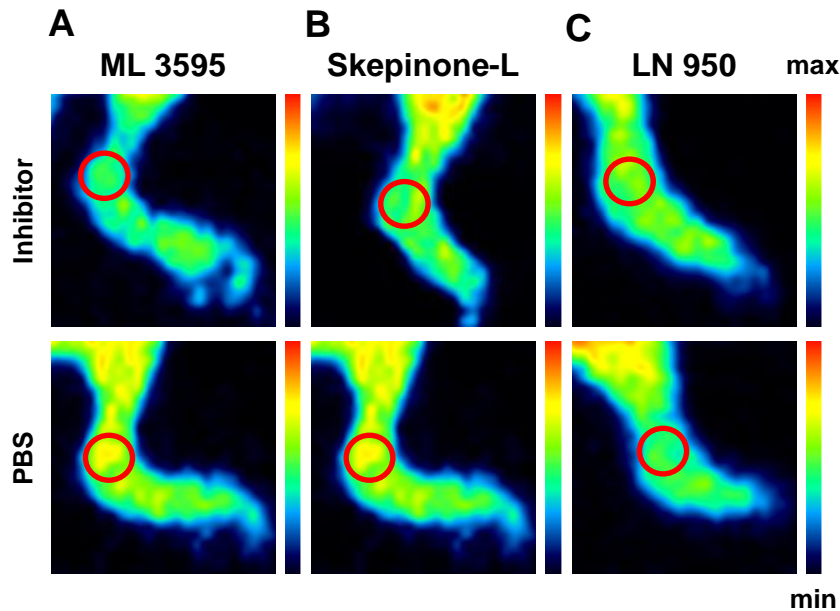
Repräsentative [^{18}F]FMISO-PET-Bilder von arthritischen Gelenken an Tag 6 nach Arthritisinduktion für die Therapie mit (A) ML 3595 oder PBS, (B) Skepinone-L oder PBS, (C) LN 950 oder PBS, korrigiert auf Isotopzerfall und injizierte Dosis. Rote Kreise zeigen die Platzierung der ROI im Bereich des OSG an.
